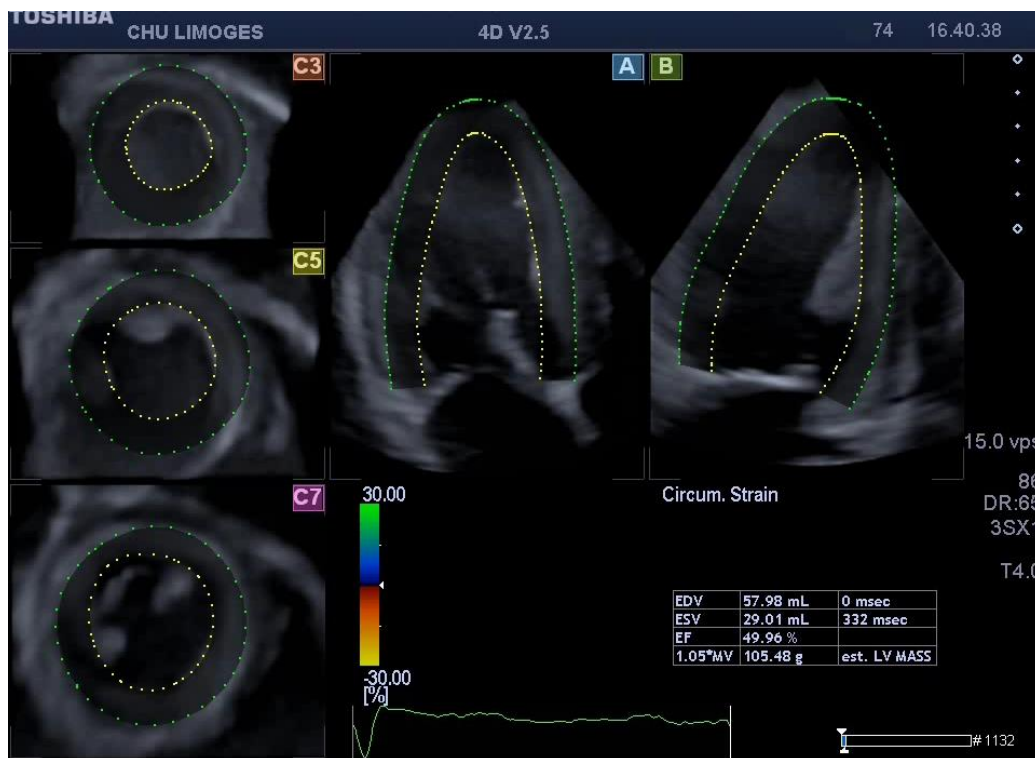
Exemple d'image obtenue après le traçage manuel de l'endocarde et ajustement à l'épaisseur du myocarde. *Source : images extraites d'un examen réalisé dans notre service au CHU de Limoges et recueillies sur l'échographe Toshiba*
